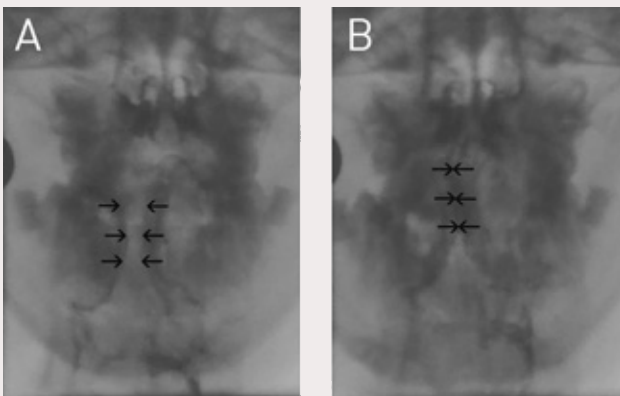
Videoradiografisk undersökning av talfunktion i frontal projektion. Patienten har stora tonsiller (A) som möts i medellinjen under tal (B) och hindrar optimal funktion av farynx sidoväggar i velofarynxsfinkterplanet. Här kan tonsillektomi bota ett hypernasalt tal.
